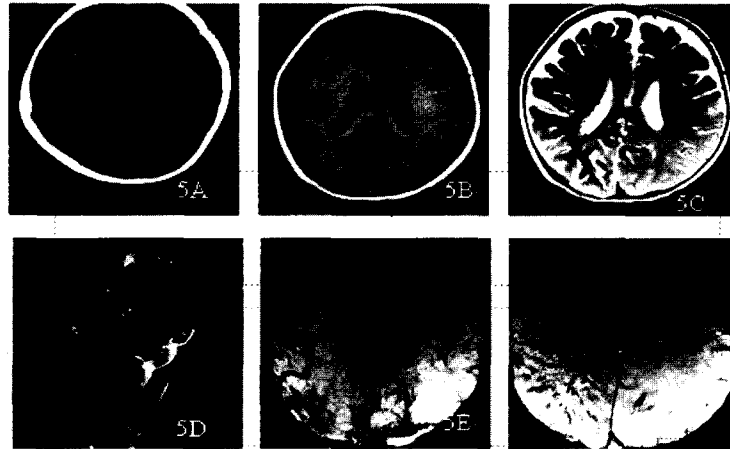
脑颜面血管瘤综合征,男、1 岁。5A:CT 示右侧额顶叶及脑沟内见条状钙化灶。5B,5C:T2 FLAIR、T2WI 示右侧枕叶脑表面多发迂曲流空血管并延伸至右侧脑室旁及半卵圆中心。5D:MRV 显示部分异常迂曲静脉。5E,5F:SWAN 显示病灶范围较 T2WI 更广,除显示与 T2WI 相一致的右侧枕叶脑表面多发迂曲异常血管并延伸至右侧脑室旁及半卵圆中心的低信号影外,还发现其周围较多纤细血管及额叶增粗条状的异常血管。
